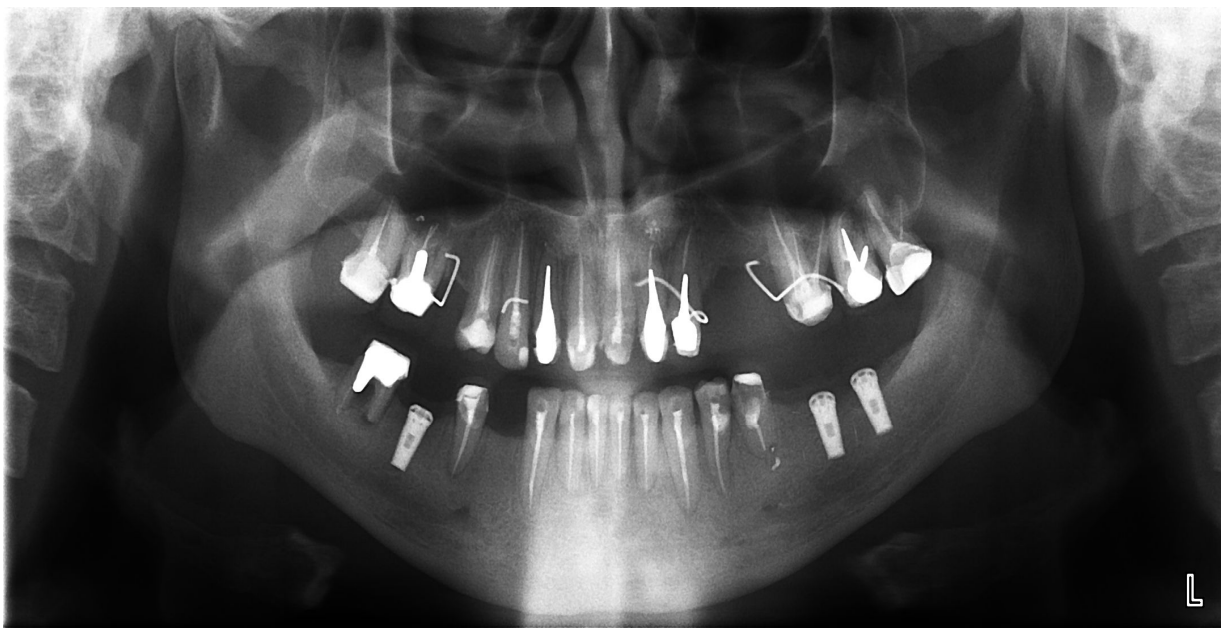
Больной Д. Ортопантомограмма через 6 месяцев после имплантации
